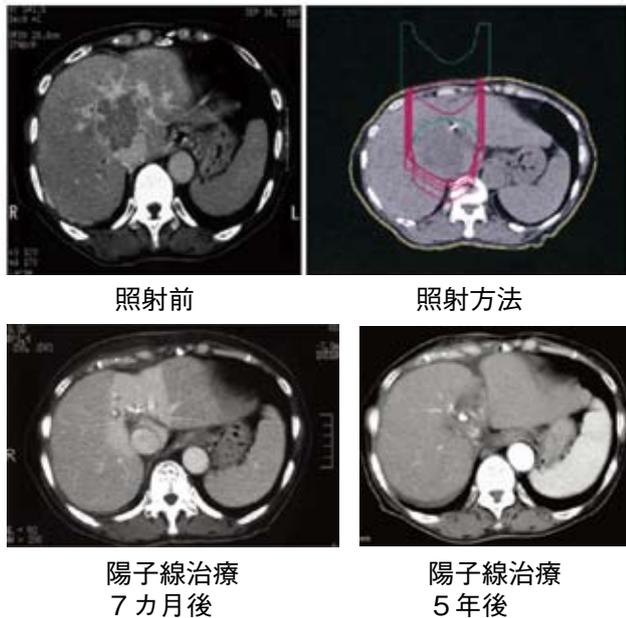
門脈という肝臓内にある太い血管に入り込んだ大きな肝細胞癌で、陽子線治療以外の治療法は困難と判断されました。この患者様の治療前のCT画像、陽子線が当たっている範囲を示した線量分布図、陽子線治療7ヵ月、5年後のCT画像を提示しました。7ヵ月後にはがんは消失し、この状態が5年間続いています。
